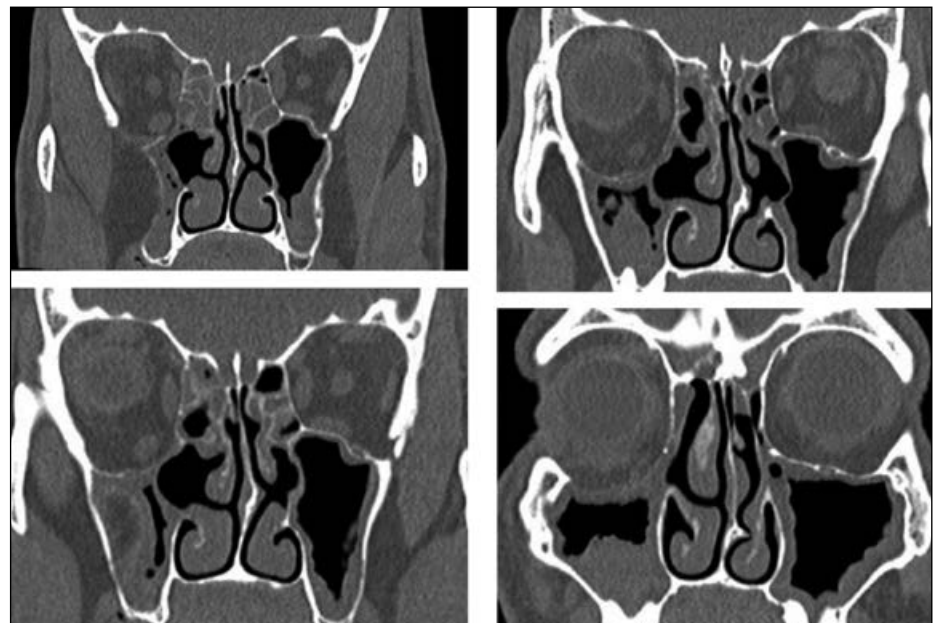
CT Orbita und NNH, Sinusitis (Siebbeinzellen, Kieferhöhle re>li), rechts Kieferhöhle nahezu komplett verlegt, wesentlich kleiner als links, Orbitaboden deutlich abgesunken, dadurch Orbitaquerschnitt unverkennbar größer
